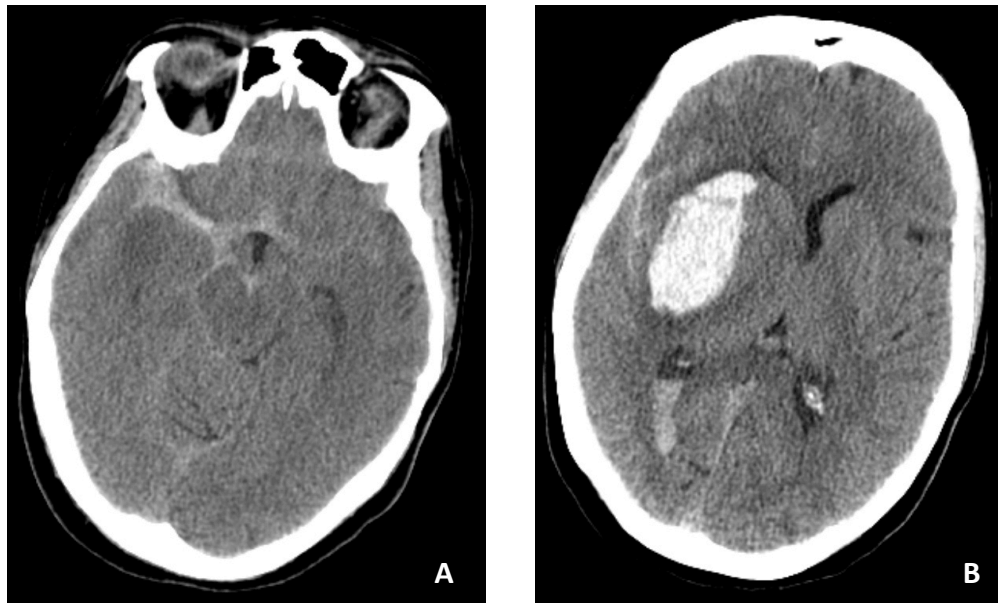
TAC simples realizado à admissão, observando-se hemorragia na região do vale silviano direito e cisterna da lâmina terminal (A) assim como hematoma intraparenquimatoso insular direito e sangue intraventricular (B).
